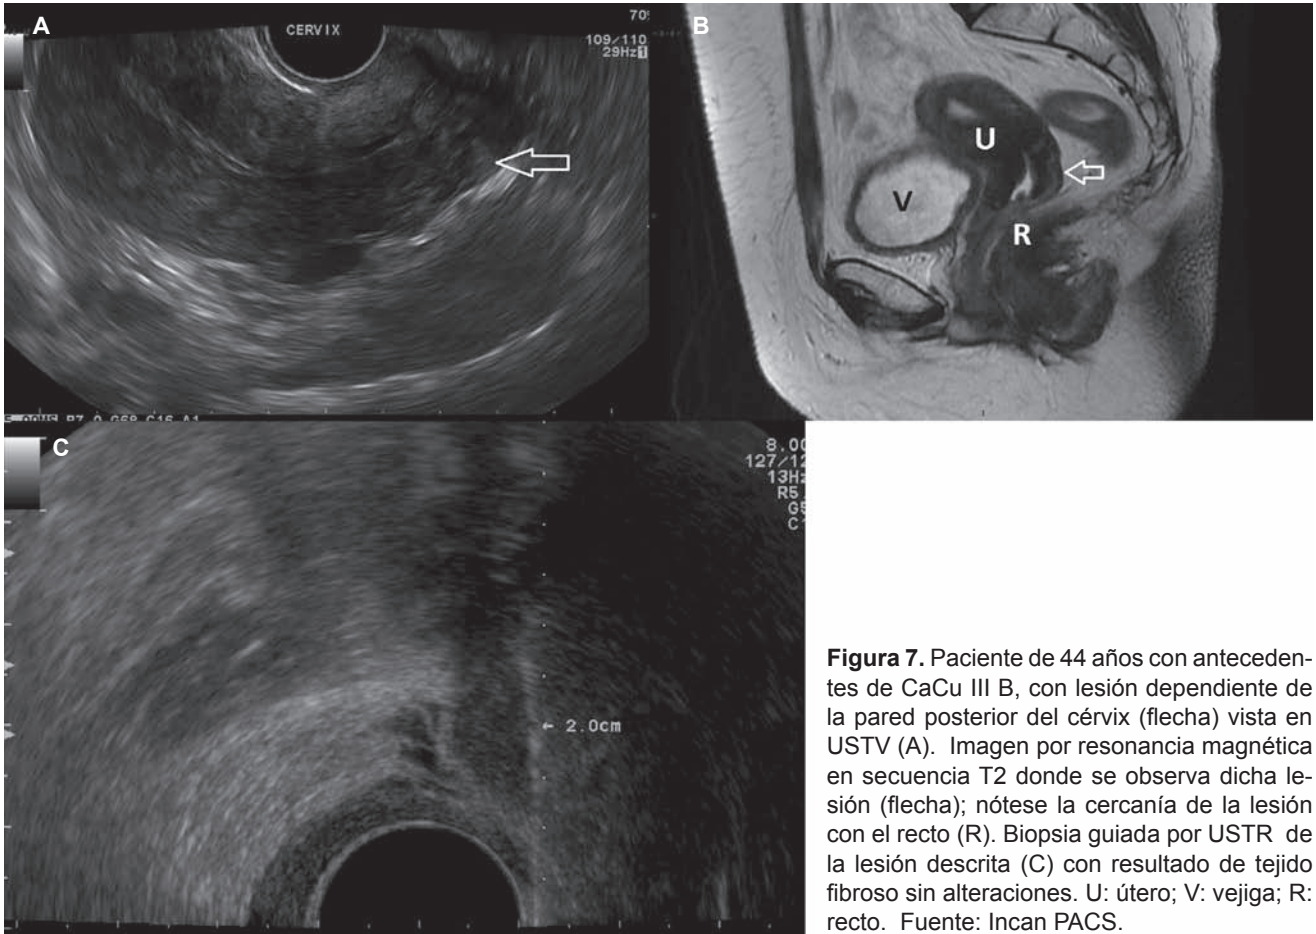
Paciente de 44 años con antecedentes de CaCu III B, con lesión dependiente de la pared posterior del cérvix (flecha) vista en USTV (A). Imagen por resonancia magnética en secuencia T2 donde se observa dicha lesión (flecha); nótese la cercanía de la lesión con el recto (R). Biopsia guiada por USTR de la lesión descrita (C) con resultado de tejido fibroso sin alteraciones. U: útero; V: vejiga; R: recto. Fuente: Incan PACS.
